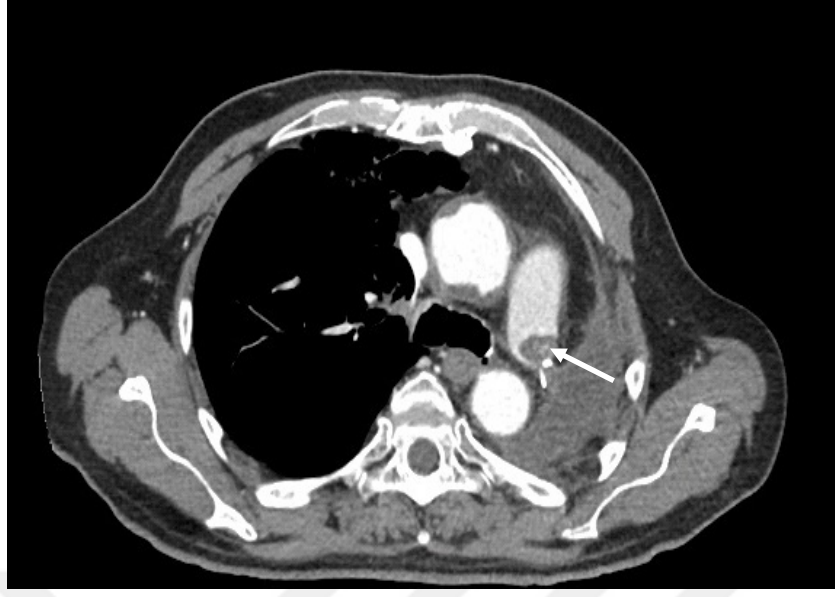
4 no' lu hastanın BT görüntüsü (sol ana pulmoner arter güdüğünde trombüs)
